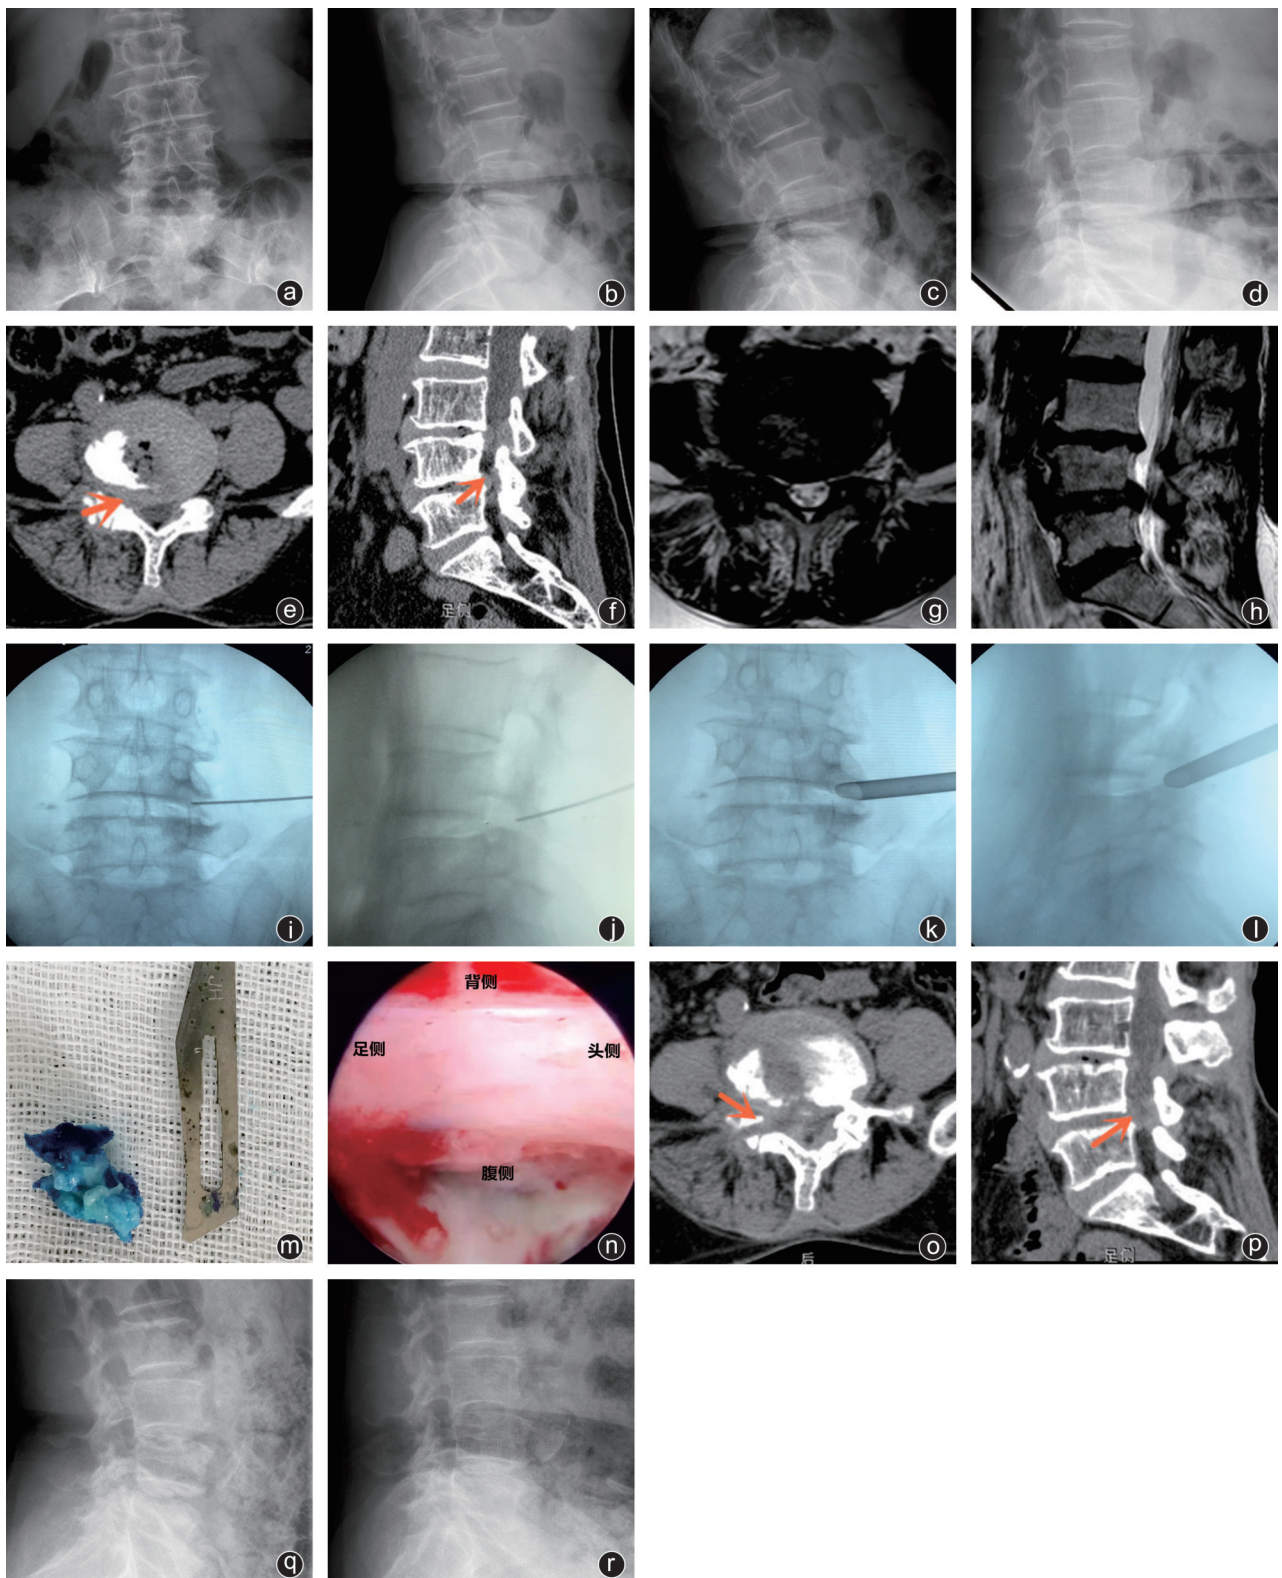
典型病例,女,67岁,因“右下肢间歇性跛行2年”入院,诊断为腰椎管狭窄症,采取硬膜外麻醉辅助下经皮内镜L_{4/5}右侧椎间孔入路神经根管减压术 a:术前正位X线片示腰椎退变性侧弯,L_{4/5}椎间隙明显变窄;b:术前侧位X线片示腰椎生理曲度变直;c,d:术前动力位X线片未见腰椎不稳;e,f:术前CT可见L_{4/5}右侧上关节突增生严重,椎间盘突出,黄韧带肥厚;g,h:术前MRI进一步证实CT所见,并可排除马尾神经的病变;i,j:术中穿刺定位,将穿刺针针尖定位于L₅右侧上关节突背外侧,为去除关节突作好准备;k,l:经镜外环锯进行椎间孔扩大成形后,可将工作套管顺利置于神经根背侧区域;m:术中去除严重退变的椎间盘髓核组织;n:可见神经根背侧、腹侧、外侧均充分减压;o,p:术后复查CT可见L_{4/5}右侧神经根管得到充分扩大,椎间盘突出部分已被去除;q,r:术后复查动力位片显示腰椎稳定性良好
